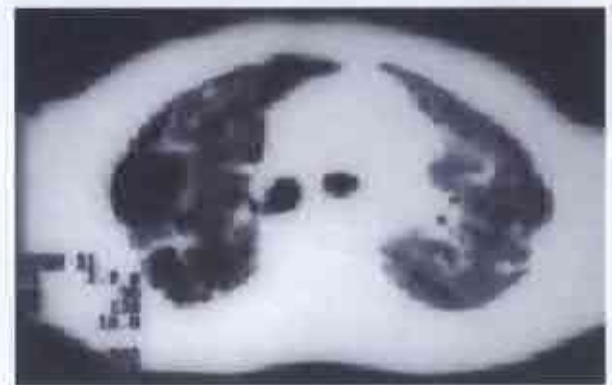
Tomografie computerizată preoperatorie a pacientului P., 16 ani. Multiple cavități chistice vizualizate bilateral, difuz, mai avansat în lobul superior pe dreapta.
